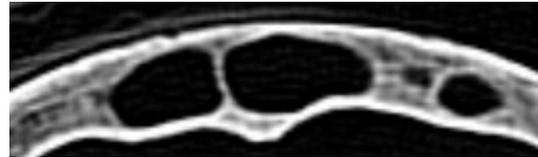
CT von Zaandam 26. Axiale Ebene. Keine Naht.
